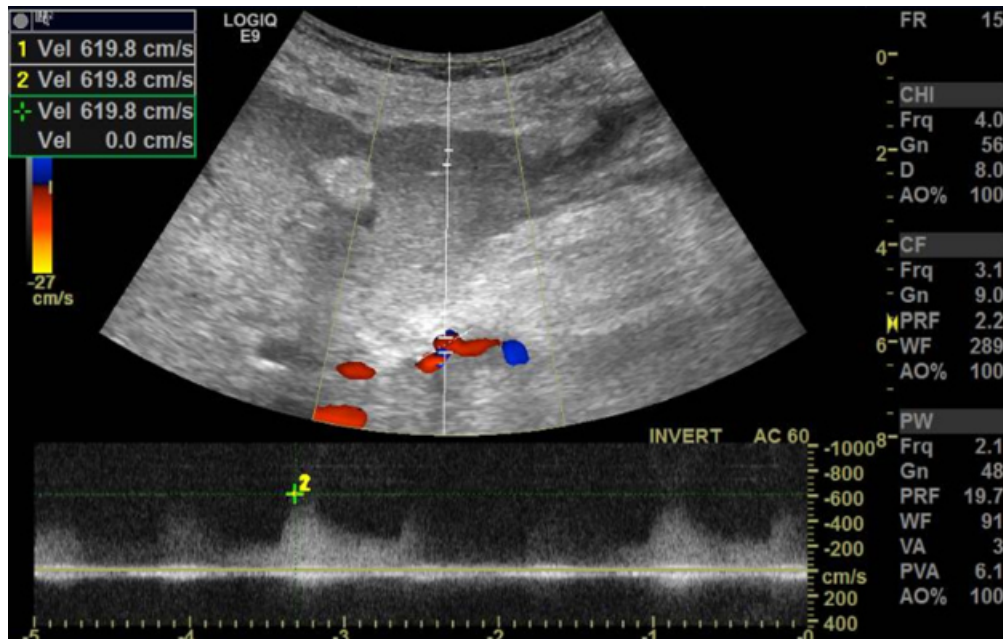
Doppler colorido e pulsado espectral da artéria hepática no local da anastomose
